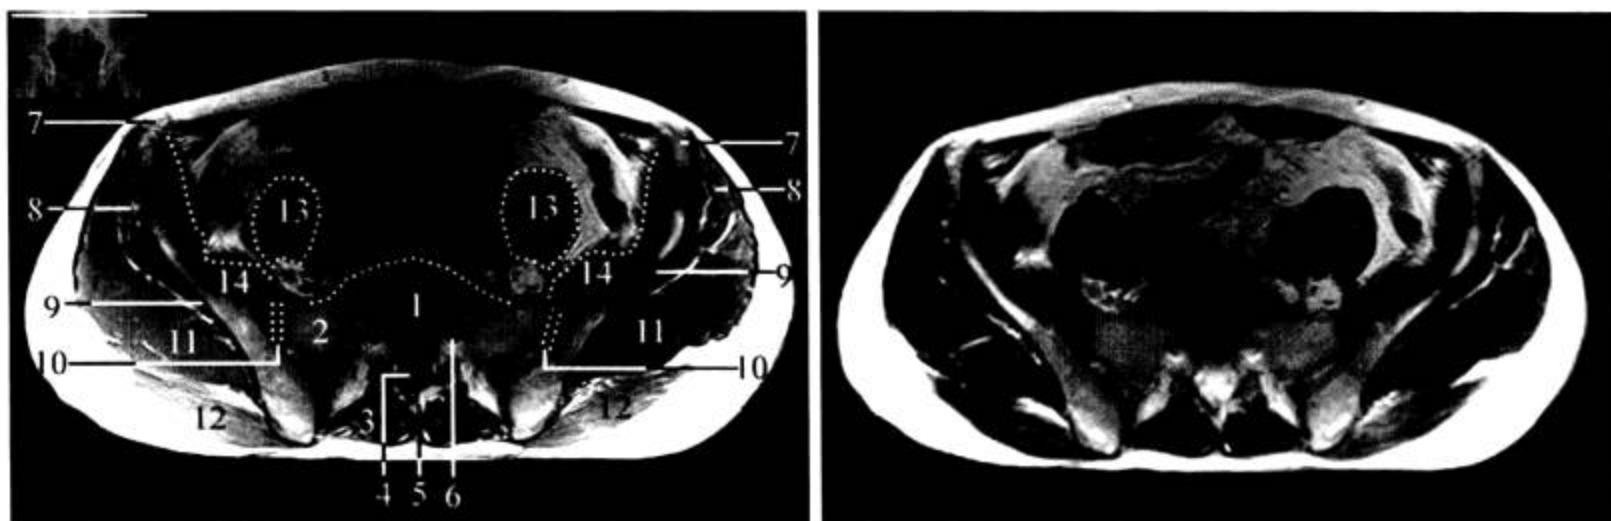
骨盆 MRI 横断面 (左图为 T<sub>1</sub>WI, 右图为 T<sub>2</sub>WI)
